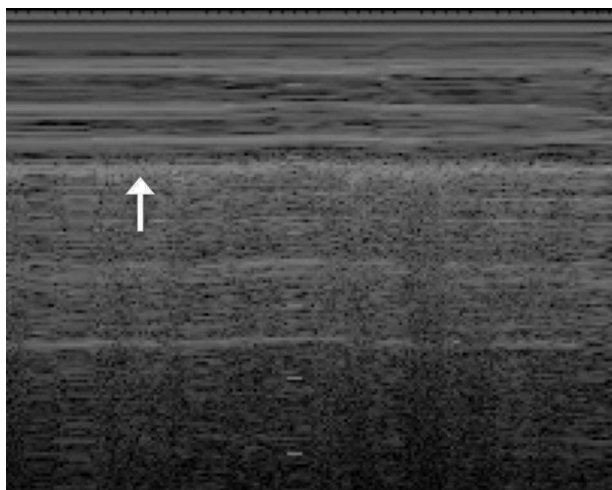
Ecografía pulmonar en modo M: signo del deslizamiento pulmonar; muestra una imagen parecida a la arena conocida como «signo de la orilla del mar». Línea pleural (flecha).
